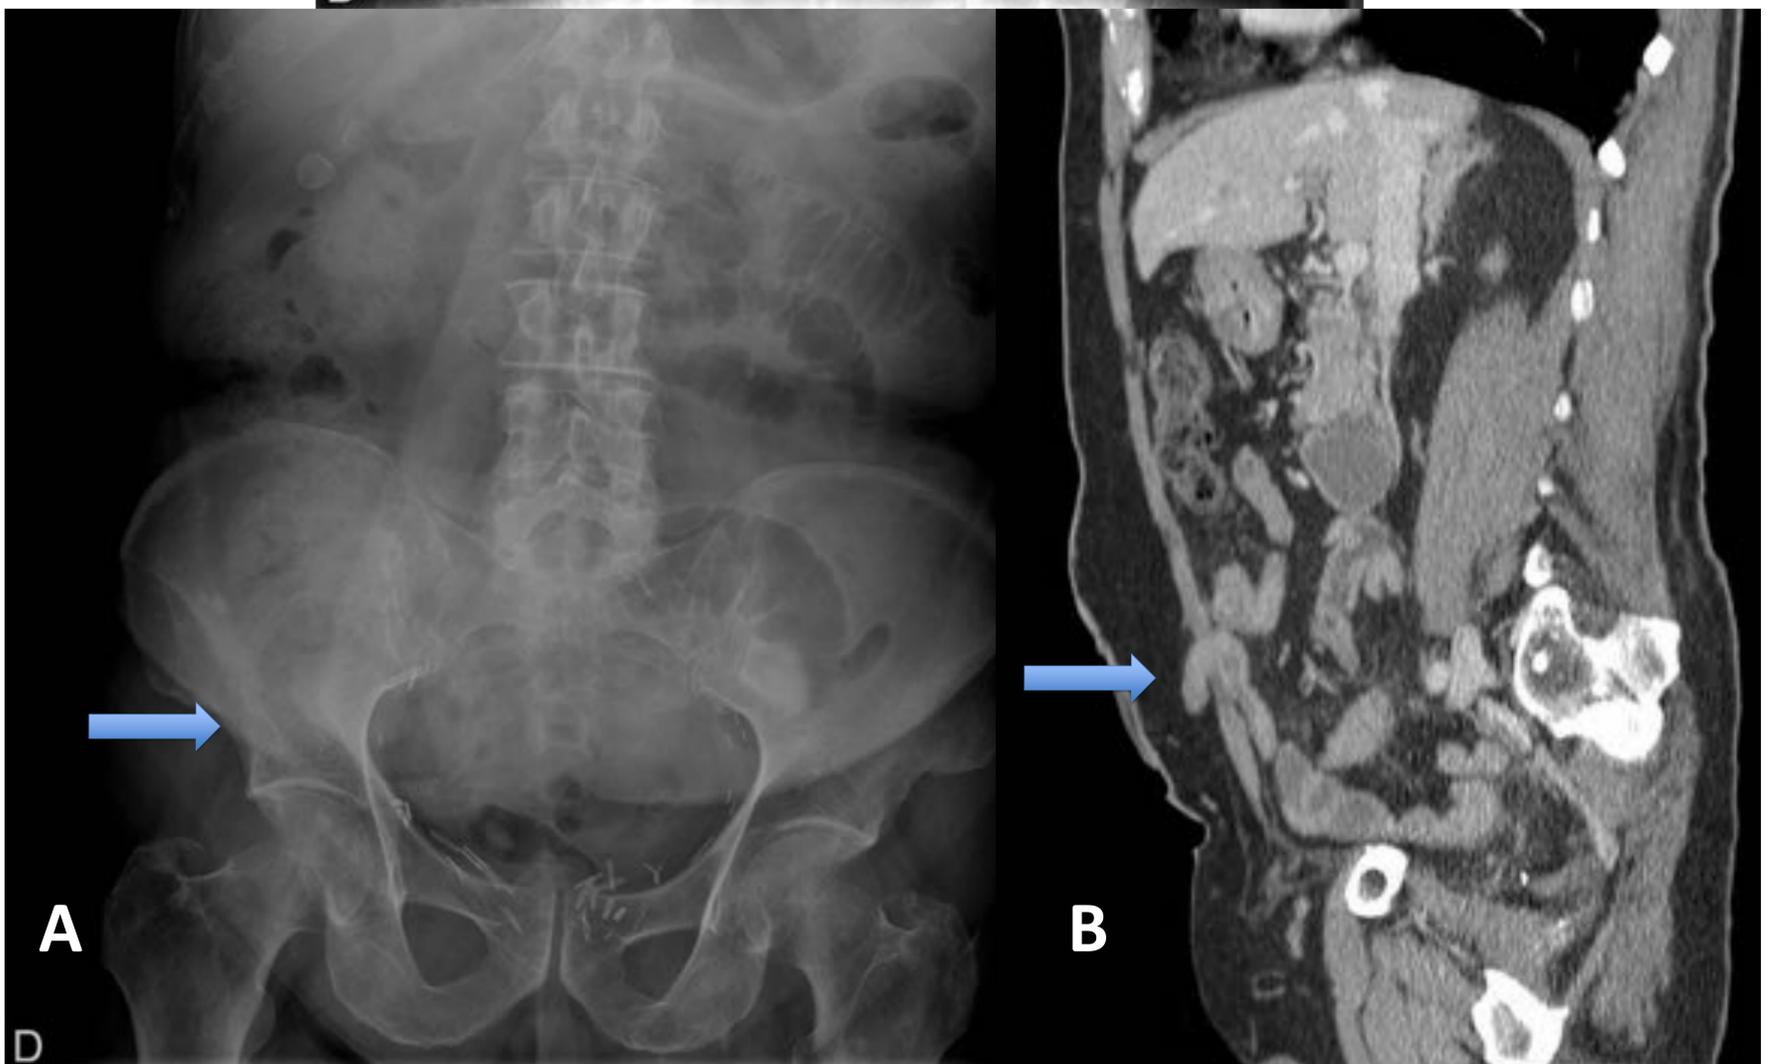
Radiografía de abdomen (a) y corte sagital de TC abdominal (b) donde se aprecian ileostomía en FID y dilatación de asas de ID, en probable relación con bridas dados los antecedentes quirúrgicos.
